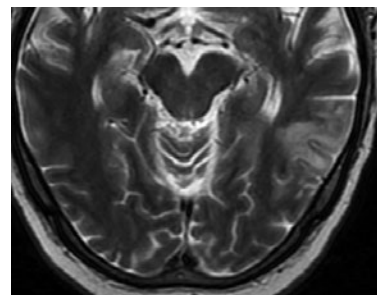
МРТ головного мозга от 27.08.2021. Признаки ишемического инфаркта в бассейне левой СМА (подострая фаза)
